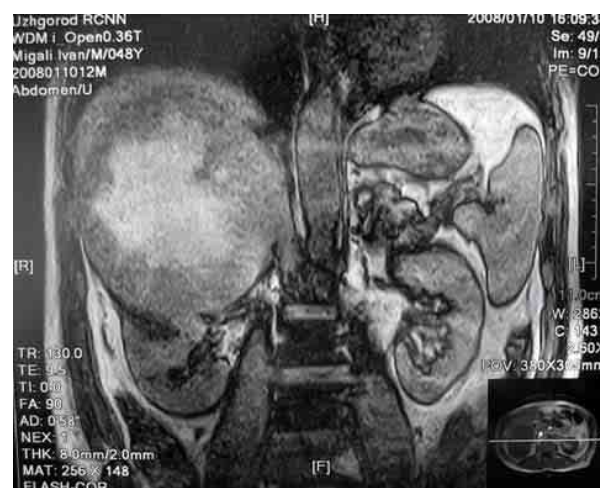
Магніто-резонансна томографія – флотуючий тромб НПВ.
